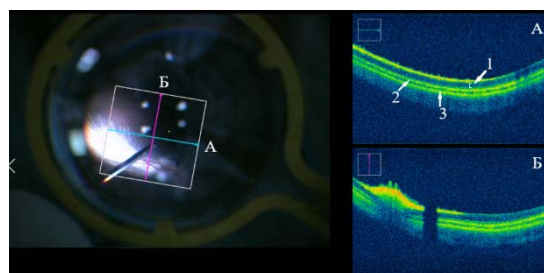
Картина глазного дна (слева) и интраоперационные томограммы (справа) после завершения ультразвуковой витрэктомии. Сканы выполнены через зрительную «полосу» (А) и через «валик» слоя нервных волокон (Б). Все слои нейроэпителия сетчатки (1), пигментный эпителий (2) и хориоида (3) визуализируются четко, без деформаций, дефектов и патологических включений. Наблюдается экранирование слоёв сетчатки витреотомом, находящимся в проекции скана, выполненного через «валик» слоя нервных волокон
